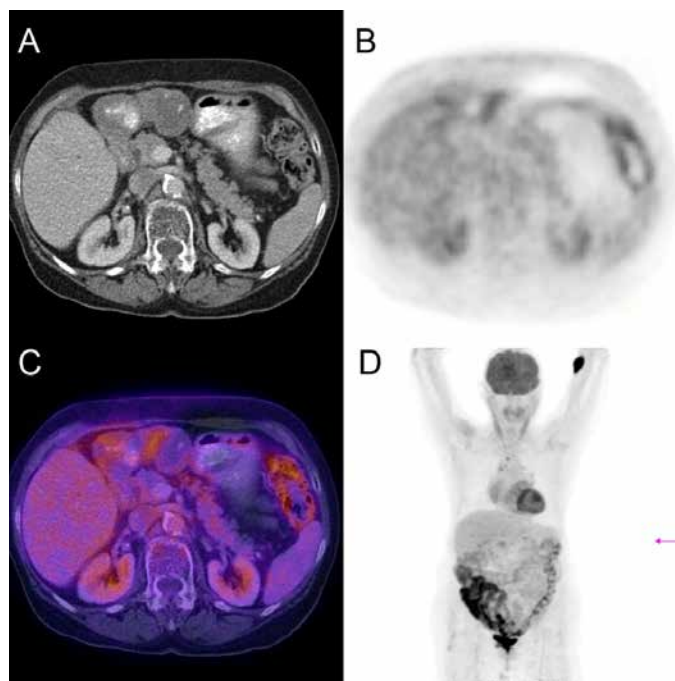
A-D: Partly cystic, partly solid tumor of the anterior stomach wall with maximum FDG-uptake SUV 2,2.
